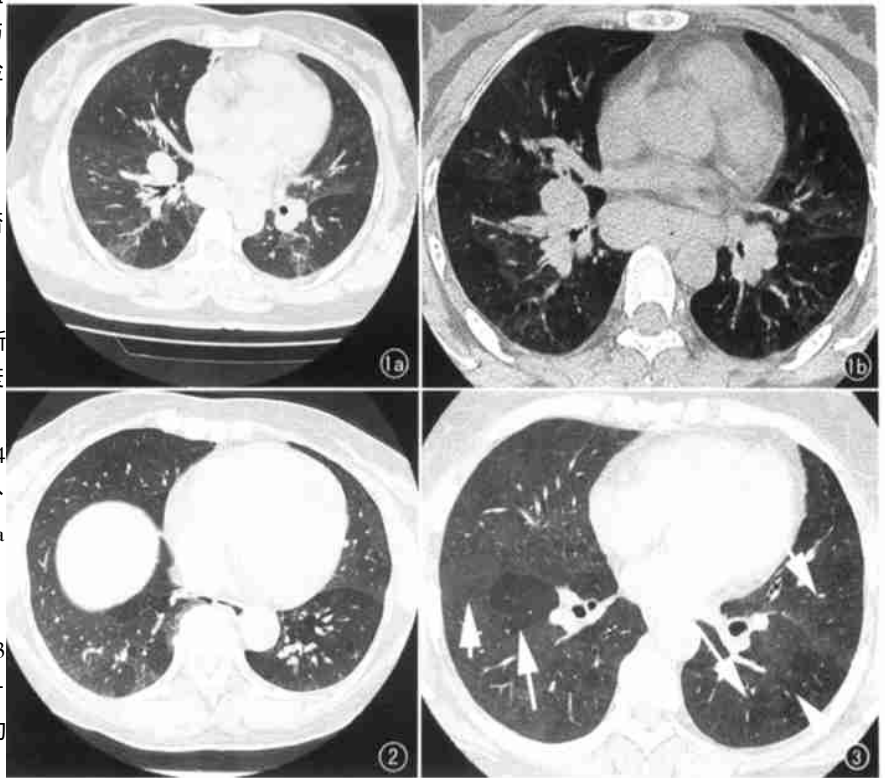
女, 37 岁, 结节病。肺功能检查示 FEV₁ 92%, FEF_{25%} 74%。HRCT 示两肺多发 补 获透光区, 其内血管口径比周围肺血管口径细小, 周围伴磨玻璃密度影, 呈现典型“马赛克”衰减。a) 常规 HRCT; b) 呼气相扫描。图 2 女, 52 岁。咳嗽, 气短 3 个月。HRCT 示斑片状透光区, 周围伴磨玻璃密度影。肺功能检查: FEV₁ 92%, FEF_{25%} 72%。图 3 女, 35 岁。临床诊断为过敏性肺炎。HRCT 扫描, 显示两肺 斑片状气体滞留区域 (箭), 与周围磨玻璃密度影 (短箭) 镶嵌, 呈现“马赛克”衰减。
